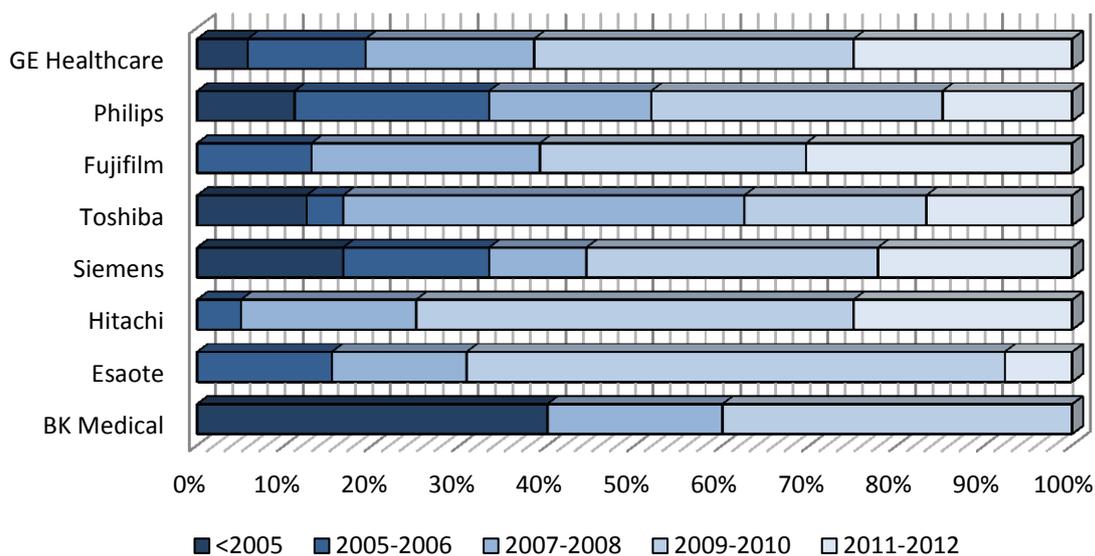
Marques des échographes
